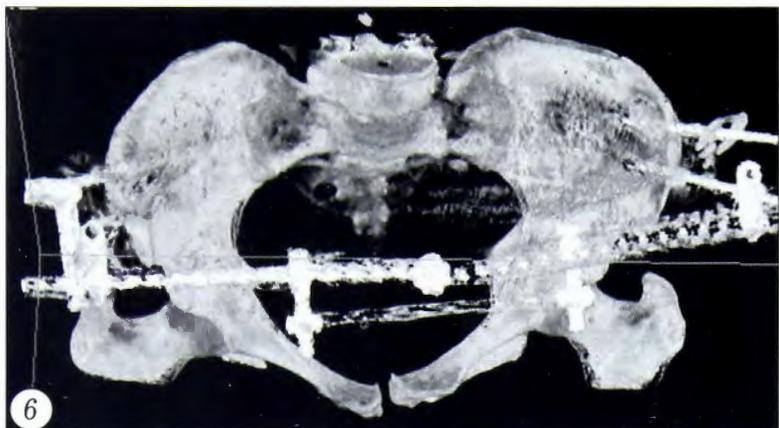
3D КТ таза больной К. 42 лет при поступлении после фиксации передним модулем.
